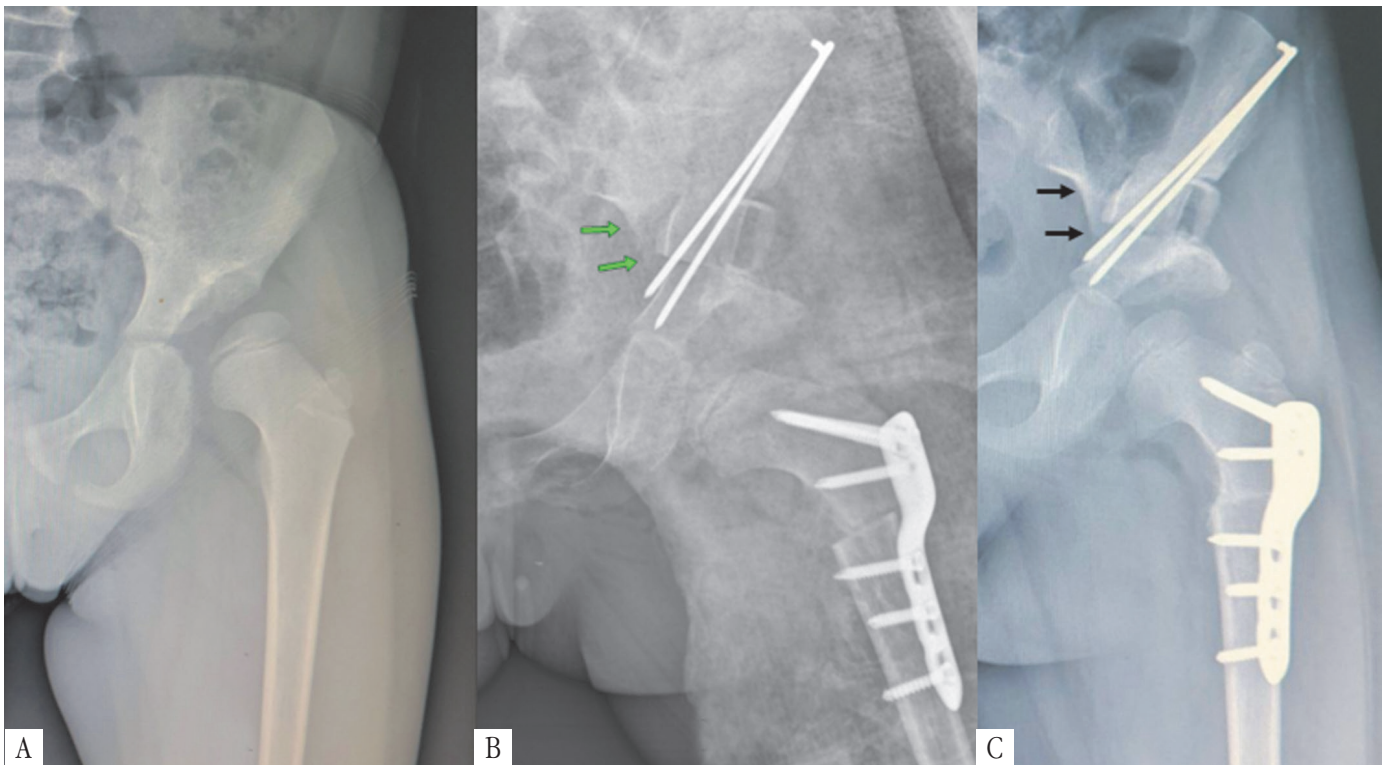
Застосування модифікованої остеотомії таза за Salter у якості компонента операції типу «повний комплекс» у пацієнтки 5 років з ДКС: А – стан до операції; В – рентгенографія на наступний день після оперативного втручання (пацієнтка у кокситній гіпсовій пов'язці); С – рентгенограма після зняття гіпсової пов'язки (стрілки вказують на гострий шип, який є рентгенологічною ознакою модифікованої остеотомії таза за Salter).
